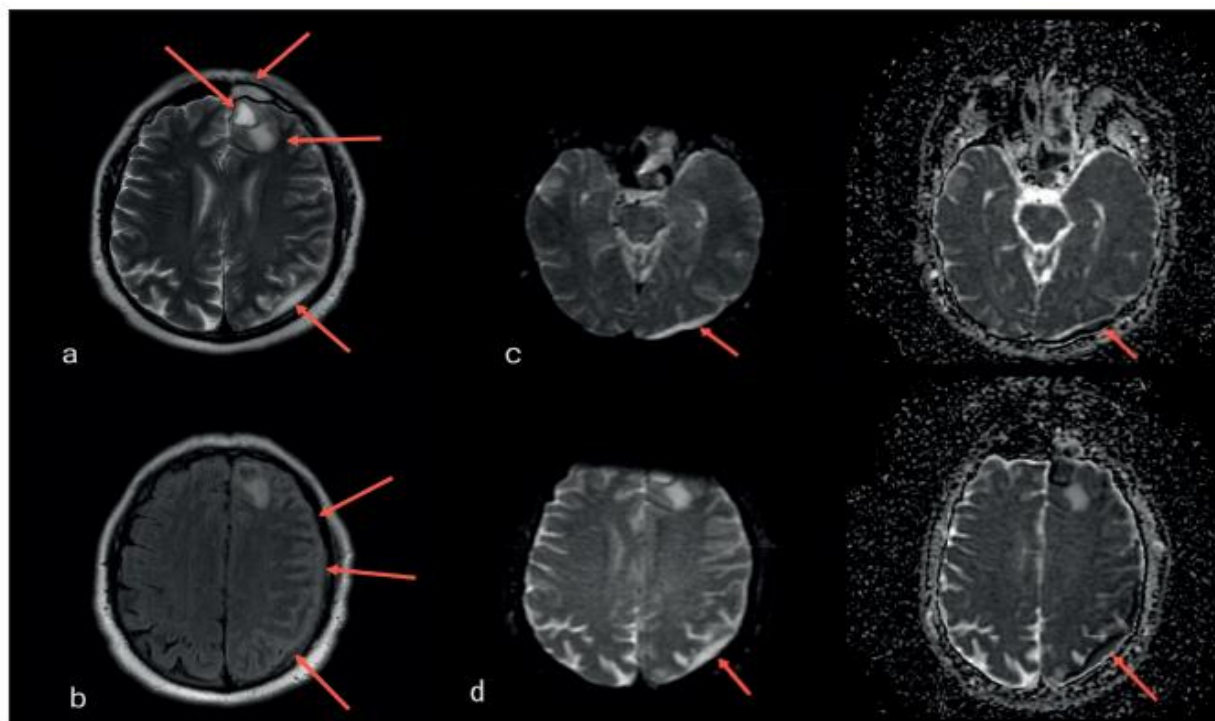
MRI highlights: a. T2 sequence shows a hyperintense well-circumscribed 20/15 mm lesion in the left frontal lobe with thin hypointense wall and moderate hyperintense perilesional signal suggestive of edema, also left frontalis acute sinusitis; b. T2 fluid-attenuated inversion recovery (FLAIR) indicates a discreet hyperintense signal of the meninges from the left hemisphere; c-d. Diffusion-weighted imaging (DWI)/ apparent diffusion coefficient (ADC) maps: restricted diffusion subdural areas suggestive for empyema.
